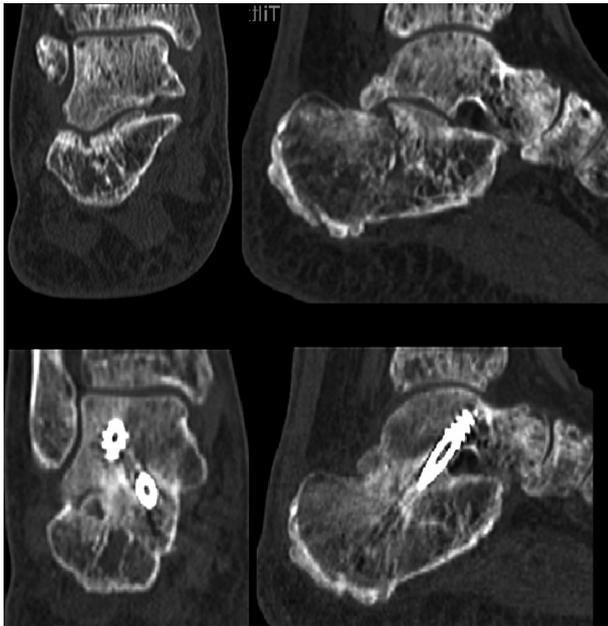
TAC pre y postartrodesis.
